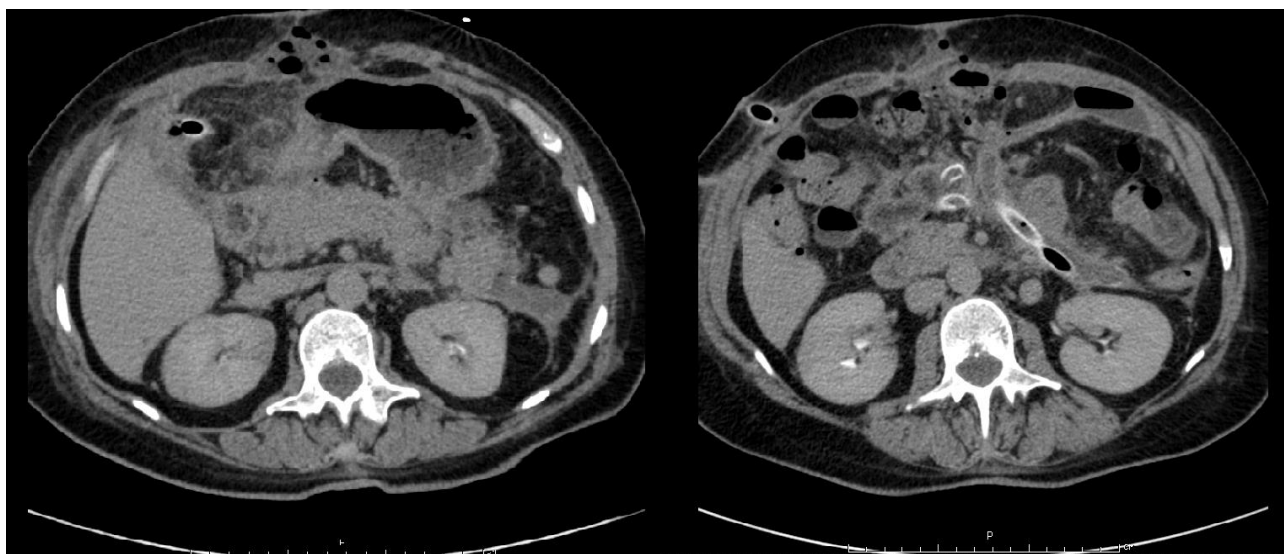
Компьютерные томограммы больной У., 53 лет, и/б 23658. 11-е сутки после лапаротомии и 5-е сутки после релапаротомии. Слева – панкреонекроз с отеком парапанкреатической клетчатки. Справа – сквозной дренаж сальниковой сумки, проходящий по нижнему краю поджелудочной железы.
